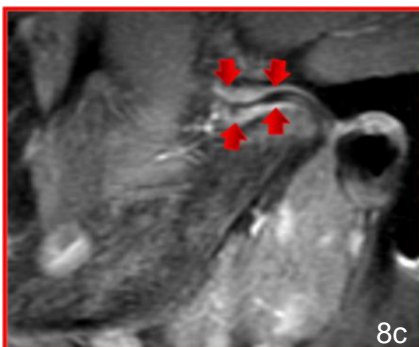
MRI mit Sagittalschnittbild im Bereich eines Kiefergelenks. Starkes Enhancement der verdickten Synovia (5-jähriger Patient). Aufnahme: T1 fettgesättigte FSE-Sequenz unmittelbar nach Kontrastmittelabgabe.
